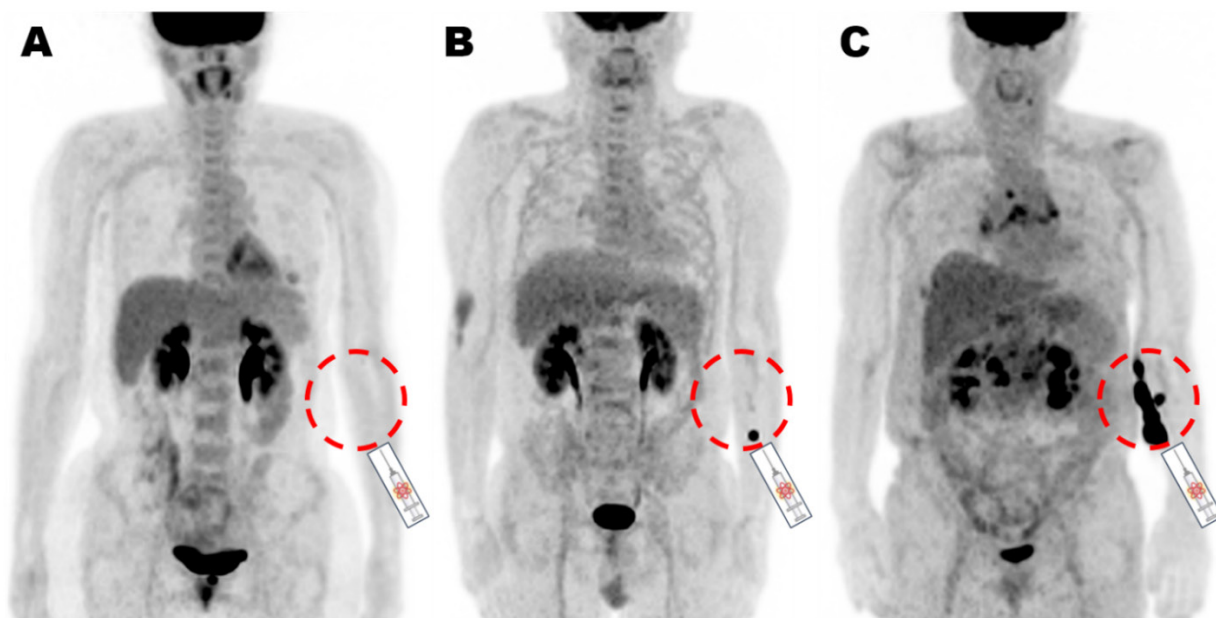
Representative MIP images of F-18 FDG PET/CT, which shows no extravasation (A), minor extravasation (B) and moderate extravasation (C) at similar injection sites in the left forearm (red dashed circles).
